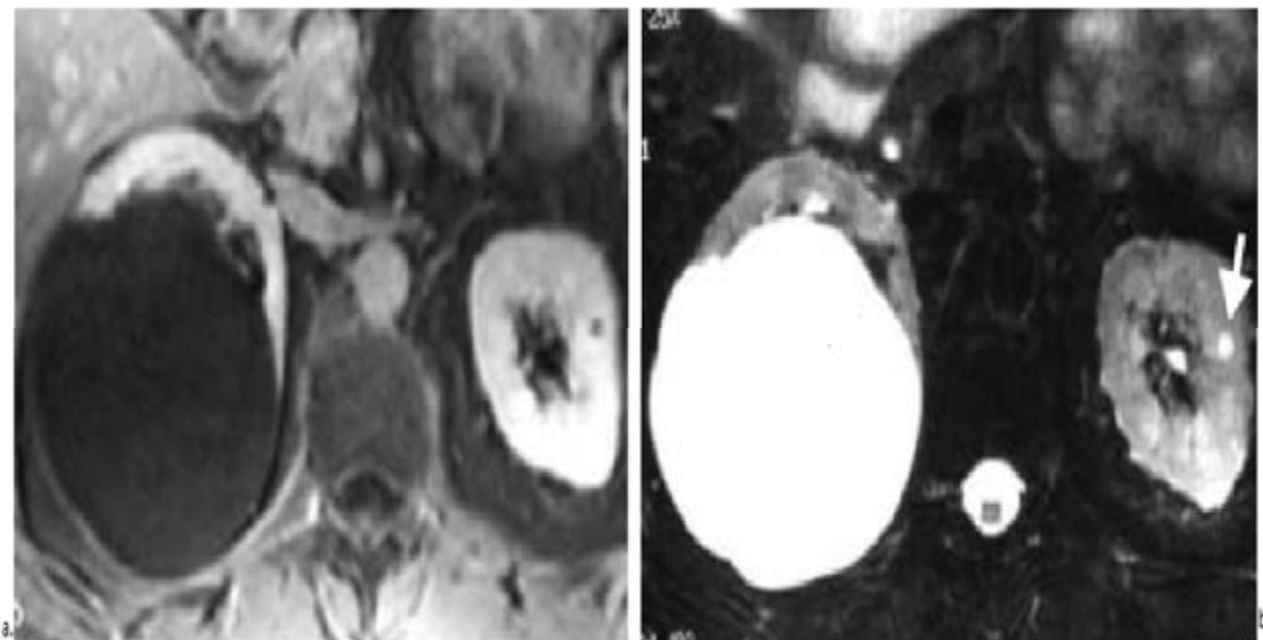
Volumineux kyste simple du rein droit et microkyste rénal gauche en IRM [16].
